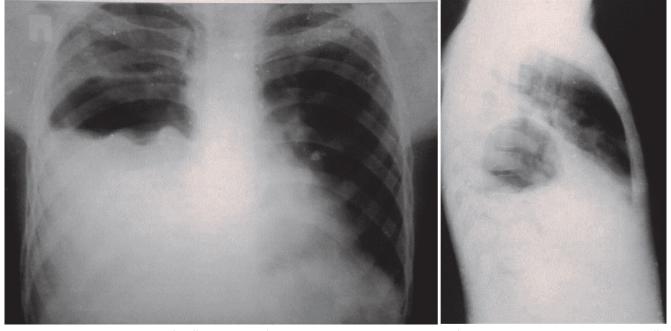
Рентгенограмма грудной клетки ребенка: осложненная прорывом в бронх эхинококковая киста нижней доли правого легкого.
